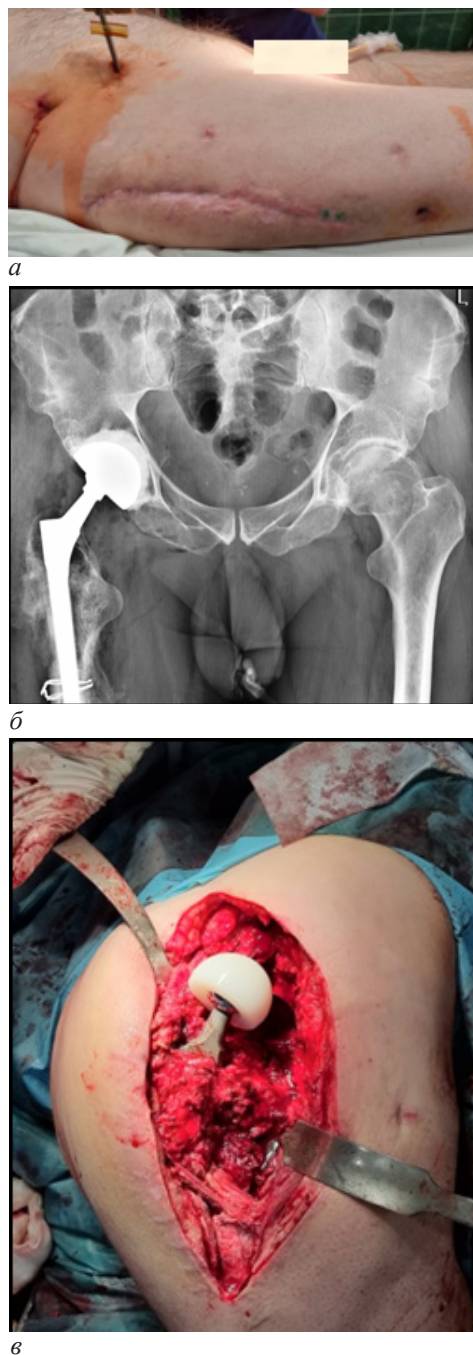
Второй этап ревизионного эндопротезирования ТБС: а – внешний вид послеоперационного рубца и отверстия от установленных ранее стержней Шанца; б – послеоперационный обзорный рентгеновский снимок таза с установленным ревизионным эндопротезом правого ТБС; в – интраоперационное фото правой бедренной кости с имплантированной ножкой Wagner Rev., металлической головкой и вкладышем двойной мобильности
